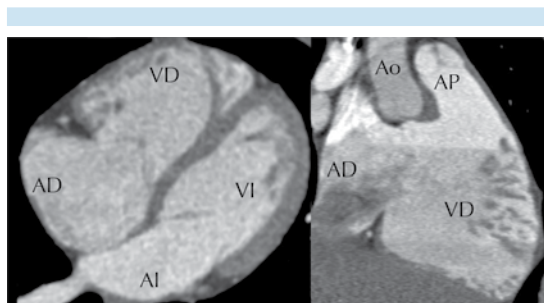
Tomografía cardíaca, corte de cuatro cámaras y en vía de salida del ventrículo derecho: implantación más apical de la válvula tricúspide. En el ventrículo derecho la banda moderadora. Las paredes más trabeculadas y la separación de la válvula tricúspide de la válvula pulmonar por el infundíbulo del ventrículo derecho. Conexión concordante: la aurícula derecha se conecta con el ventrículo derecho y la aurícula izquierda se conecta con el ventrículo izquierdo.
